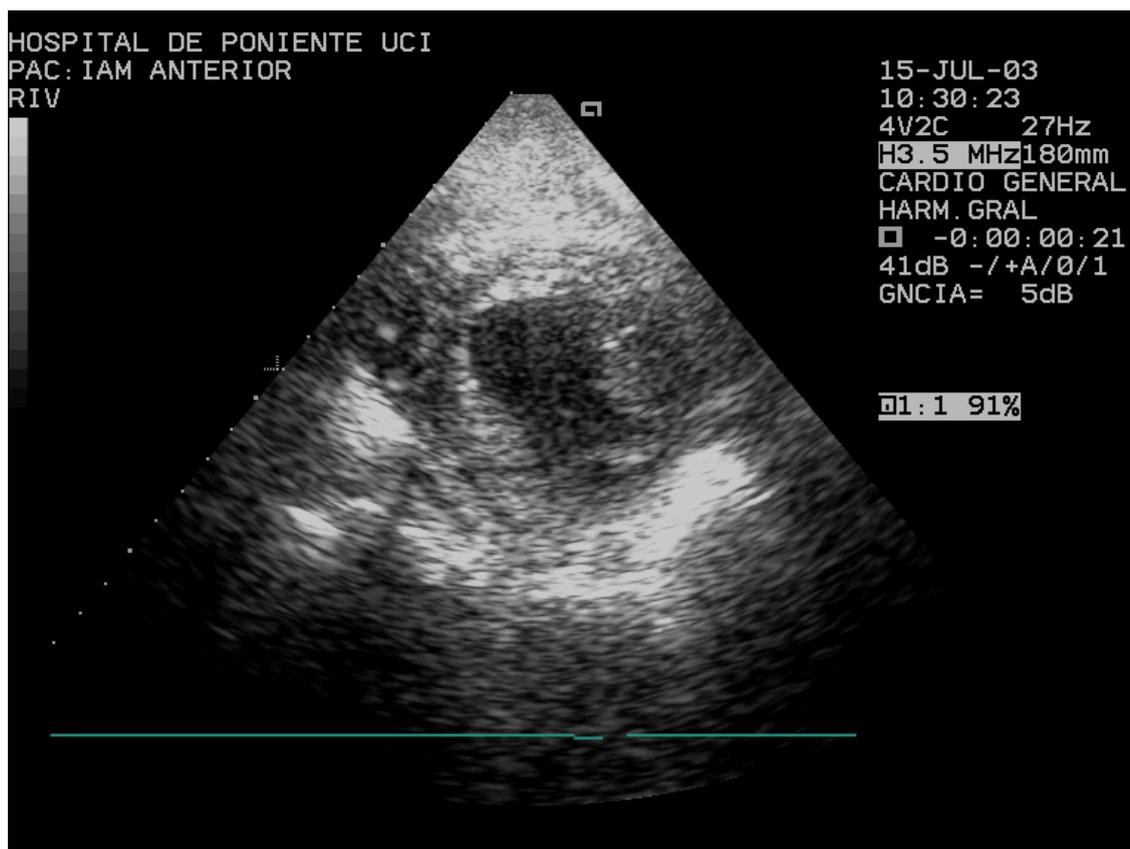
Ecocardiografía de IAM Anterior (2). Gentileza del Dr Ruiz Bailén (SCCU Hospital de Jaén).
